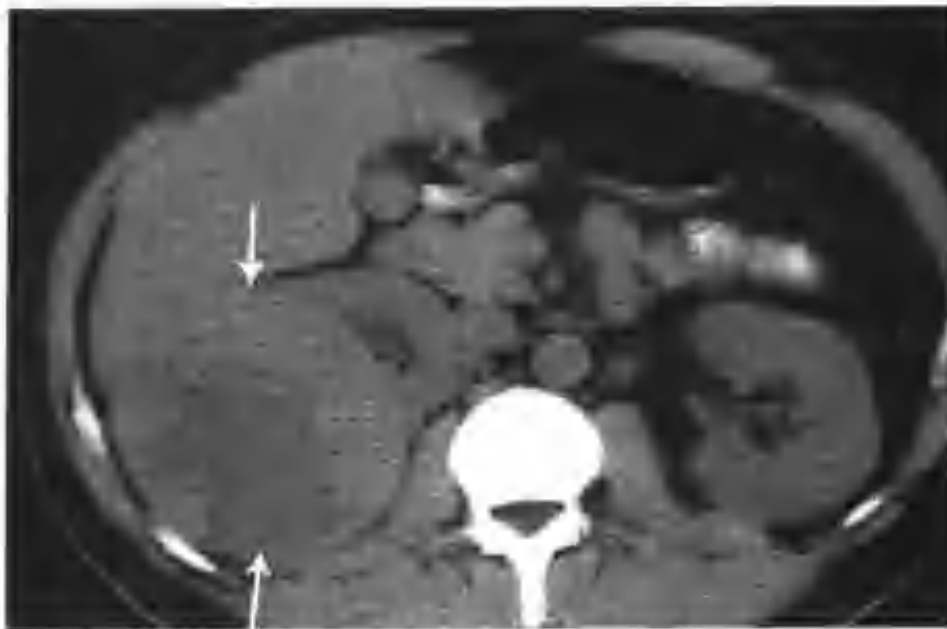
右肾透明细胞癌 (CT 平扫所见) (箭头)
